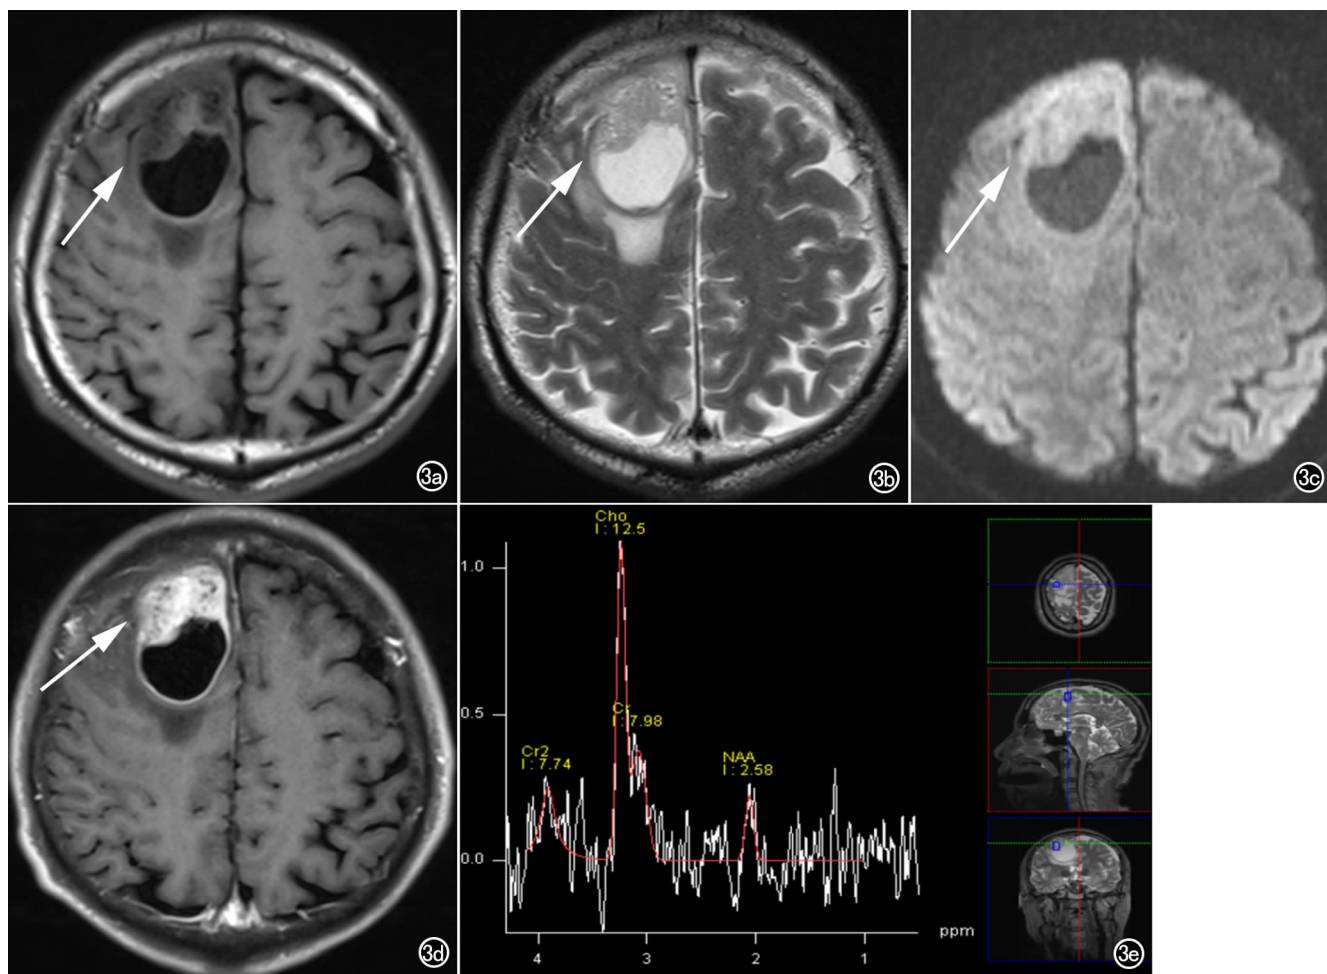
男,62岁,右额叶转移性黑色素瘤。a) 右额叶见一囊实性异常信号影,实性部分 T_1 WI 呈低信号; b) T_2 WI 呈高信号; c) DWI 呈高信号; d) 增强扫描明显强化; e) Cho 峰明显升高,NAA 峰明显减低,并出现轻度升高的 Lip 峰。
